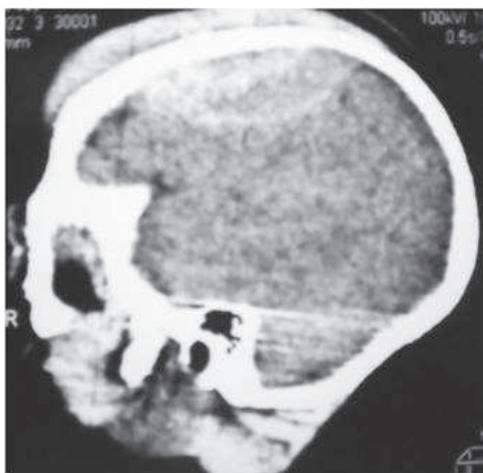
TDM cérébrale en coupe parasagittale : H.E.D. pariétal gauche chez un nourrisson de 15 mois.
